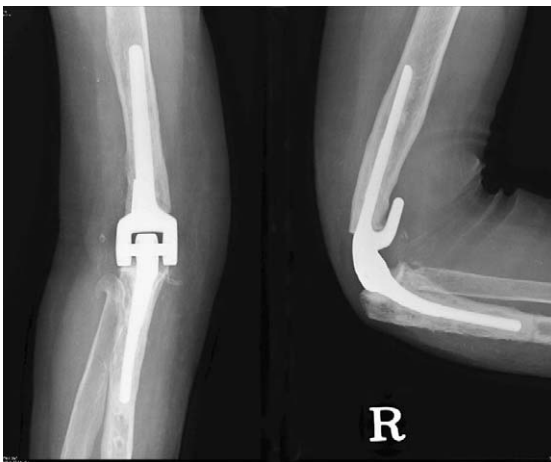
One year after operation, there was no loosening on simple x-ray.
